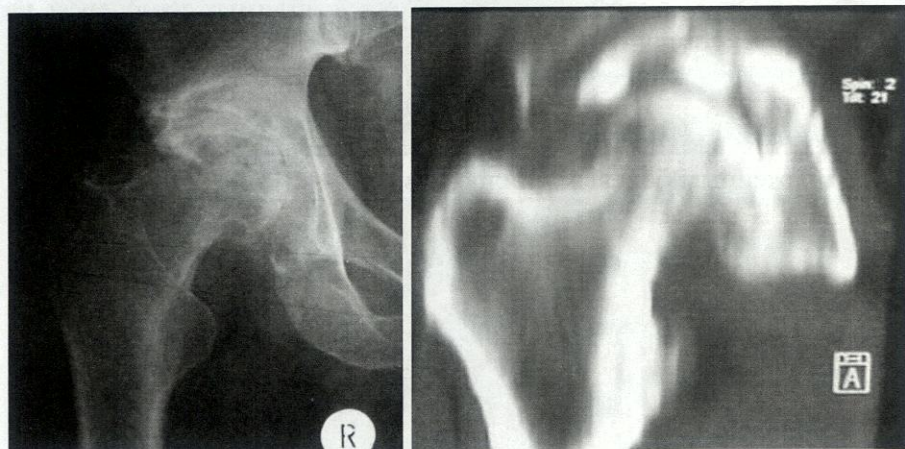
Рентгенограмма и компьютерные томограммы больного с переломом заднего края и дна вертлужной впадины, задним вывихом головки бедра
